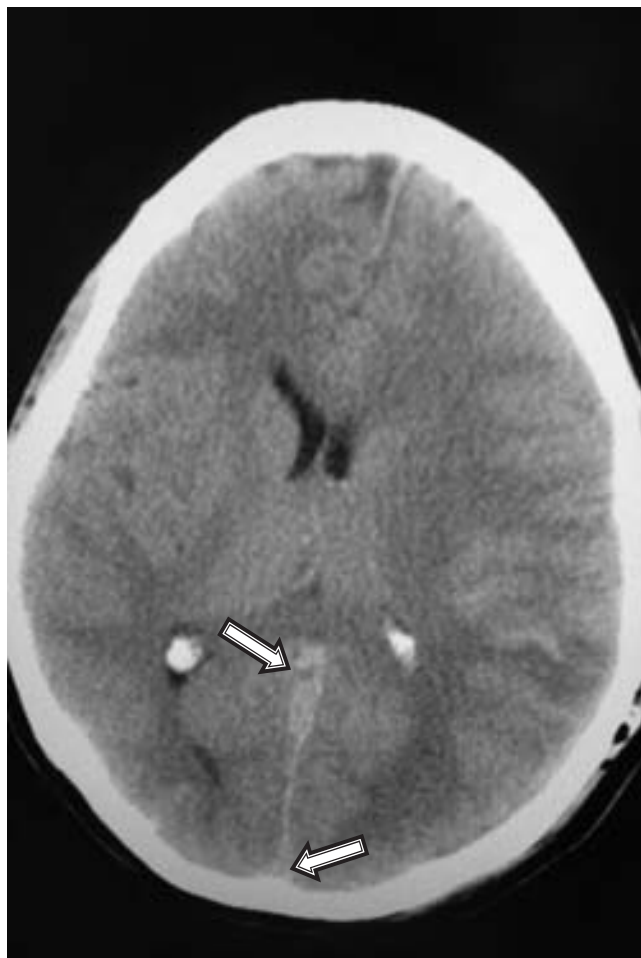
TAC de cráneo simple, en la que se observa hiperdensidad en parte posterior de línea media, la cual corresponde a trombosis de seno recto, la cual confluye hacia su porción posterior con trombosis del seno longitudinal superior.
